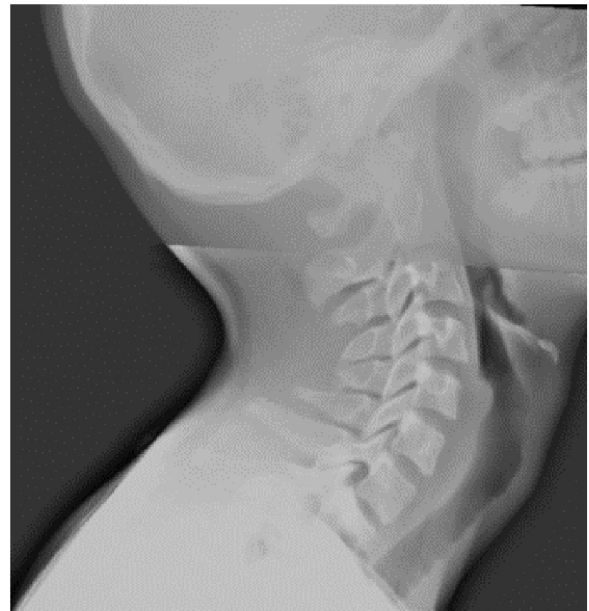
Radiografía cervical.
